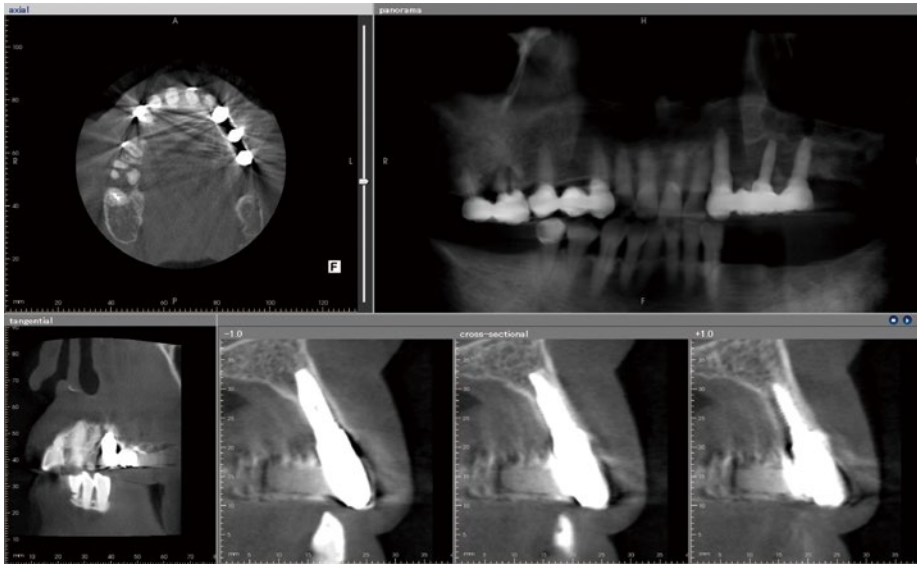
術後1年のCT像。クロスセクショナル像は⑬部インプラントを示す。
